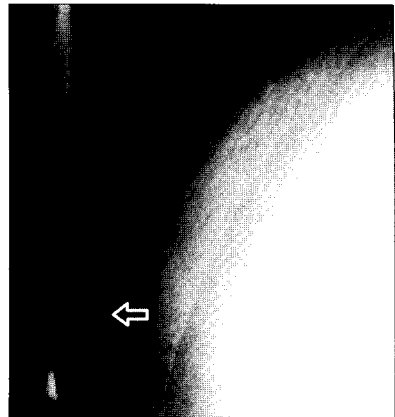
X-ray image after 15 sec in full inhalation while phonating "a".
